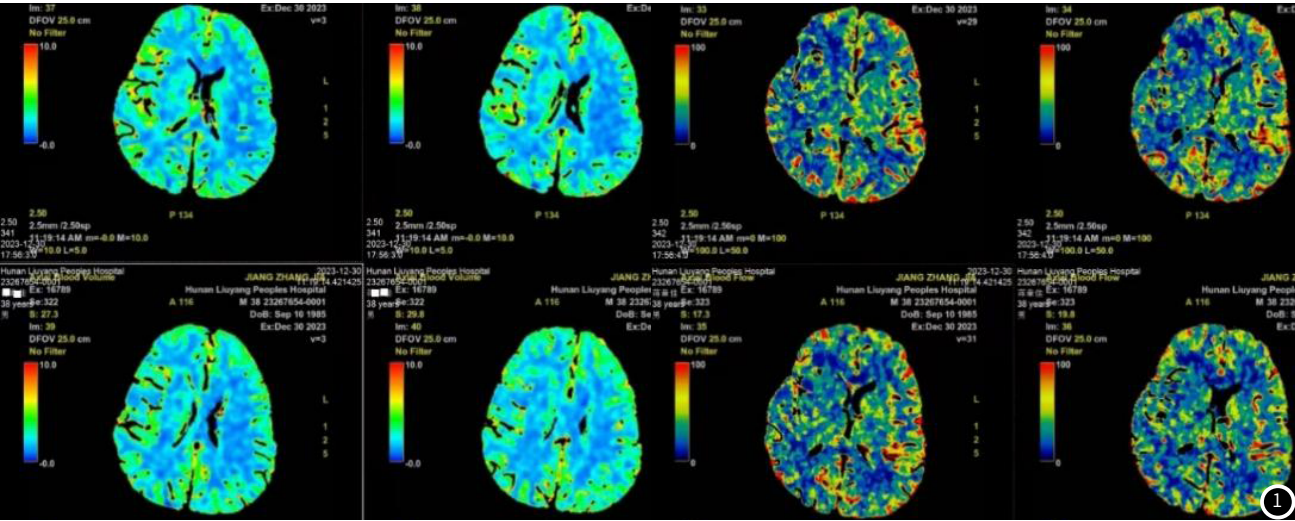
CT灌注图；患者，男，38岁，入院经CT检查发现右侧额叶可见片状低密度影，脑灌注示：右侧额叶灌注延迟。
